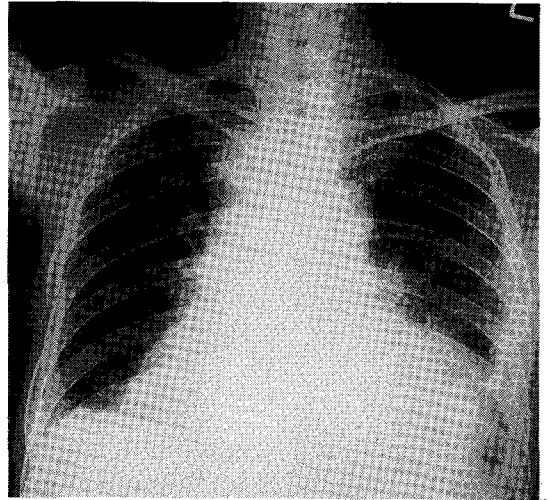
Chest X-ray film showing mediastinal widening and cardiomegaly. The cardiothoracic ratio was 0.73(Case 1).
